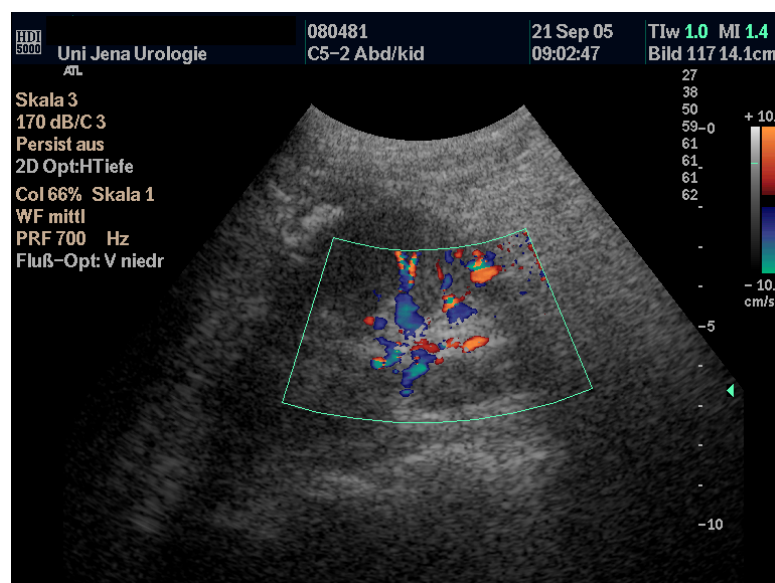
Doppler-sonographische Darstellung der linken Niere
